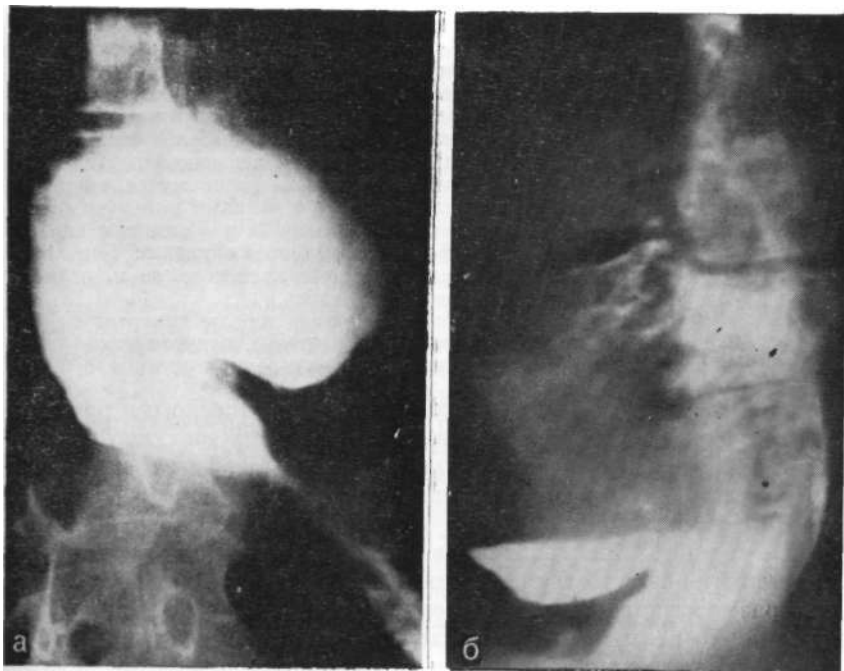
Рентгенограмма. Приобретенный эпифрeнальный дивертикул и симптоматическая ахалазия кардии. Трехслойное содержание дивертикула (воздух, жидкость, контраст). а — передняя; б — боковая проекция; в — остатки контраста спустя 24 ч.
